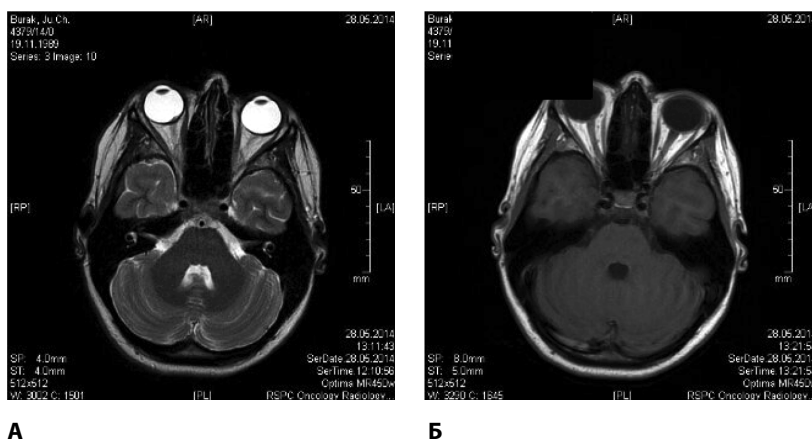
МРТ головного мозга пациентки А.
